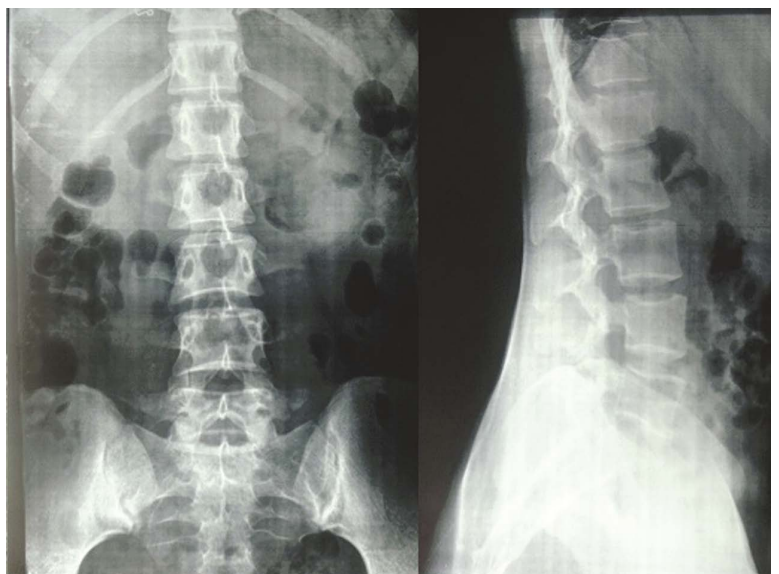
X-ray picture, after the treatment (10 days). Patient 1: female, 13 years old
